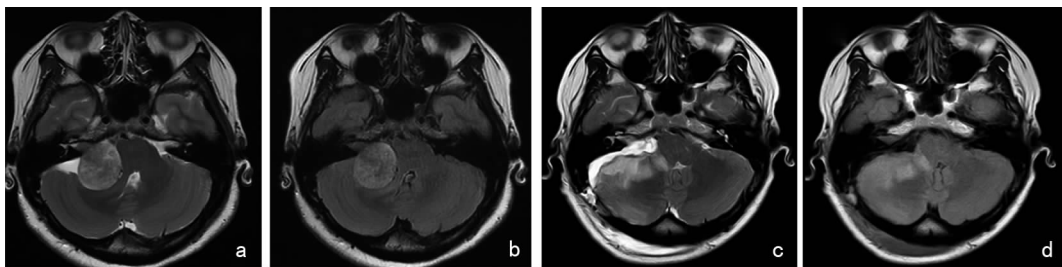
未切开头后大直肌组右侧听神经瘤术前及术后MRI T2相与FLAIR相 a:术前右侧听神经瘤T2相,显示右侧小脑半球受压,但无水肿表现;b:术前右侧听神经瘤FLAIR相,右侧小脑半球受压,但无损伤表现;c:术后右侧听神经瘤T2相,显示右侧小脑半球水肿;d:术后右侧听神经瘤FLAIR相,右侧小脑半球呈亮信号,考虑术中小脑牵拉过度损伤所致
